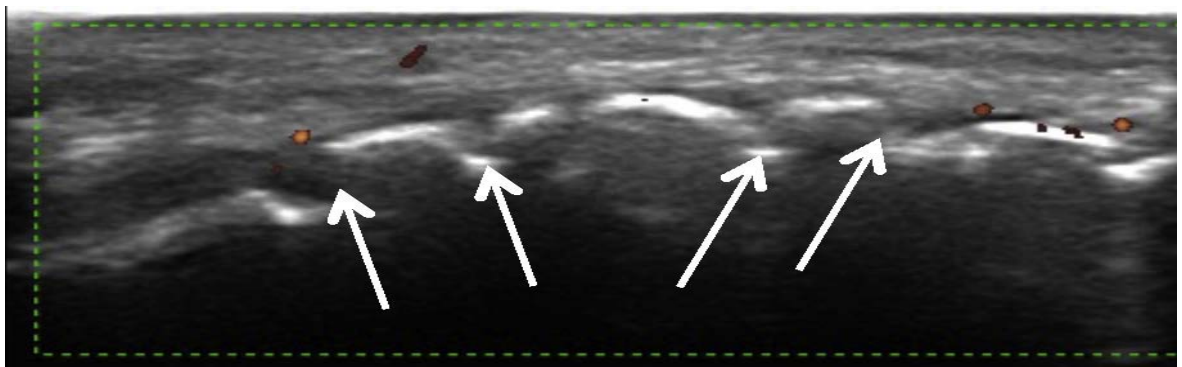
Coupe axiale du pôle supérieur de la rotule. Érosions ↑ hypervascularisées au Doppler puissance [132]
